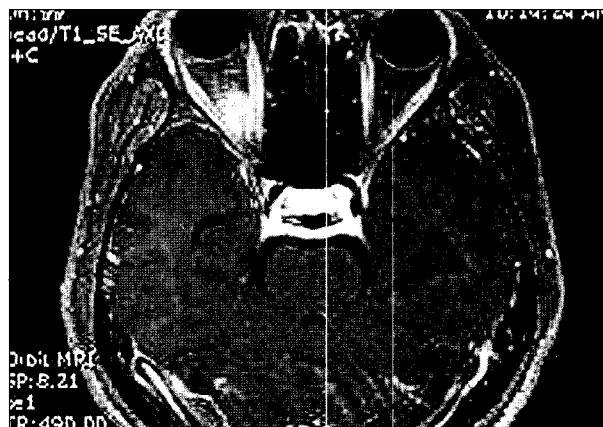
MRI after the 2nd incision and drainage operation.
